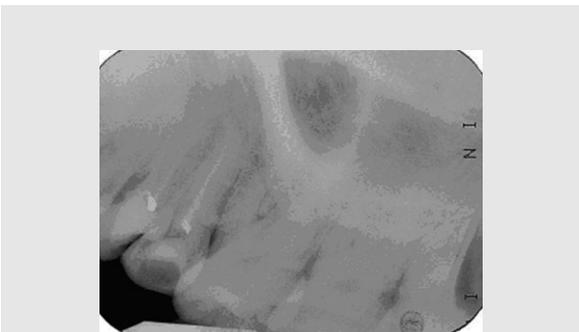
상악 좌측 제1,2소구치 부위의 통증으로 근관치료를 시행한 후에도 여전히 통증을 호소하는 환자의 치근단 방사선사진.
